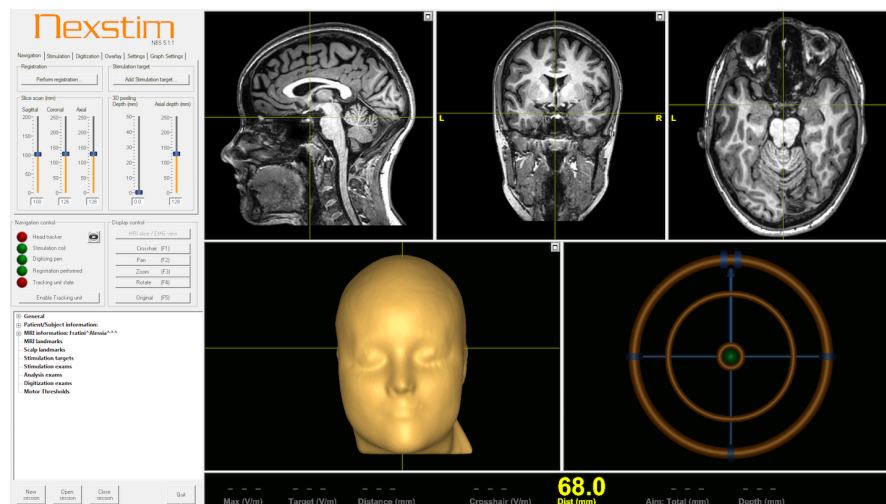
Benutzeroberfläche der Neuronavigationssoftware: Links oben befinden sich die Eingabefelder zur Einstellung der Stimulationsparameter wie Stimulationsstärke und -länge, sowie der Schnittebene der cMRT-Bilder des Patienten. Links unten wird der Stimulationsverlauf mit den bisherigen Stimulationspunkten und den jeweils benutzten Intensitäten angezeigt. Auf der rechten Seite wird die relative Position des Registrierungsstiftes bzw. der Magnetspule zum Patientenkortex eingeblendet. Mittig und rechts oben sind die MRT-Bildgebungen des Patienten eingeblendet, mittig unten ist die dreidimensionale Rekonstruktion des Patientenschädels zu sehen und rechts unten wird die Verkippung der Magnetspule im Zielfeld angezeigt. Quelle: eigene Abbildung.
